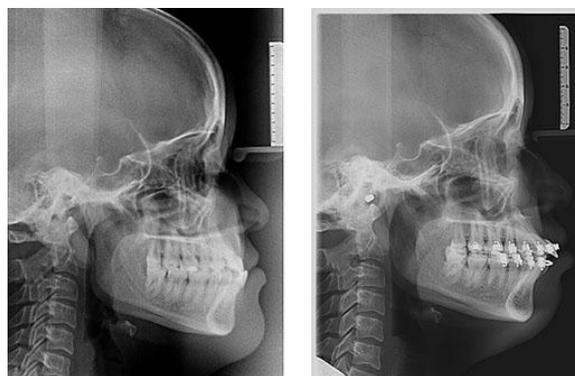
Teleradiografia em norma lateral antes e após a mecânica
